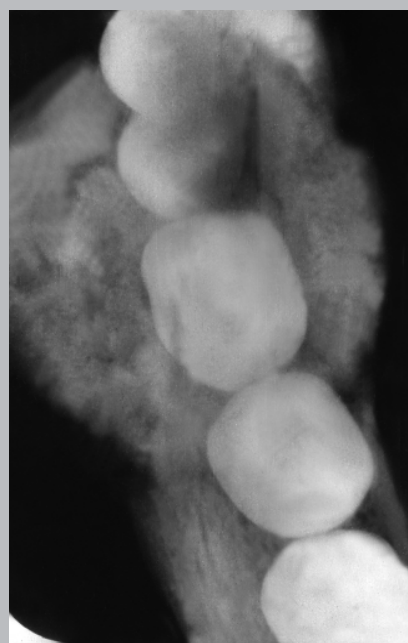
Radiografías convencionales retroalveolar, oclusal y de la pieza anatómica. Zona primer molar inferior derecho y segundo premolar. Área de marcada radiopacidad con diferentes densidades, límites definidos e irregulares. Masa circundada por una banda radiolúcida en relación a ambas piezas. En radiografía oclusal se observa marcada expansión vestibulolingual de la lesión. En radiografía de la pieza anatómica se aprecia el grado de fusión de las raíces del molar con la masa tumoral. (Gentileza Dr. L. Cobos S.)
